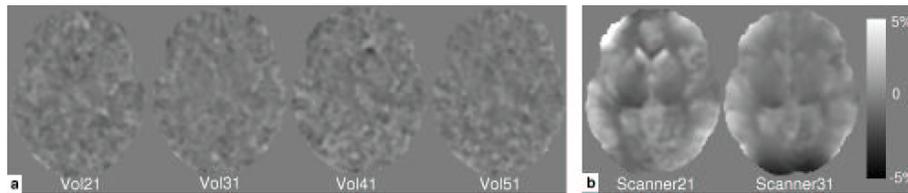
Sequentielle Messungen einer Kontrollperson über einen Zeitraum von 24 Monaten weisen nur unwesentliche Volumenänderungen auf, wenn die Messungen auf einem Tomographen aufgenommen wurden (a). Werden dagegen Messungen der gleichen Person zwischen verschiedenen Tomographen verglichen, sind deutliche Unterschiede zwischen den Bildern sichtbar (b). Dargestellt ist wie in allen anderen Abbildungen jeweils eine ausgewählte axiale Schicht.
